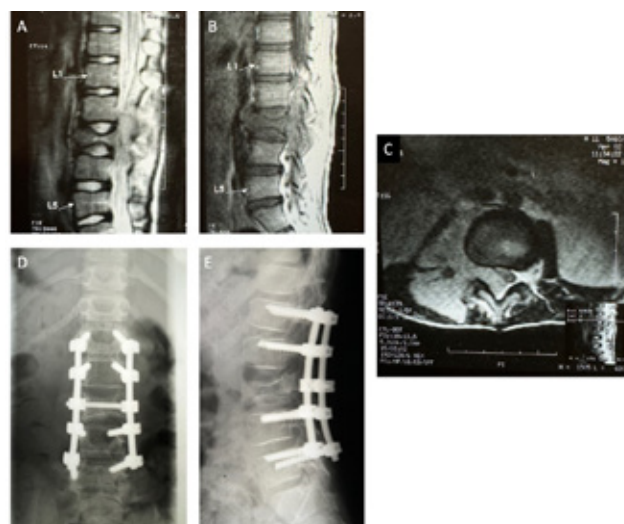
Patient de 10 ans se présentant avec une lombalgie avec paraplégie. Une IRM (A, B, C) montre une lésion au niveau de L3 du corps vertébral avec un tassement sous-jacent, envahissement intracanalair et compression du sac dural. Une biopsie révèle un sarcome d'Ewing. Le patient a été traité par décompression postérieure de la lésion avec synthèse L1-L5 (D, E) et chimiothérapie avec récupération partielle de son état neurologique.
